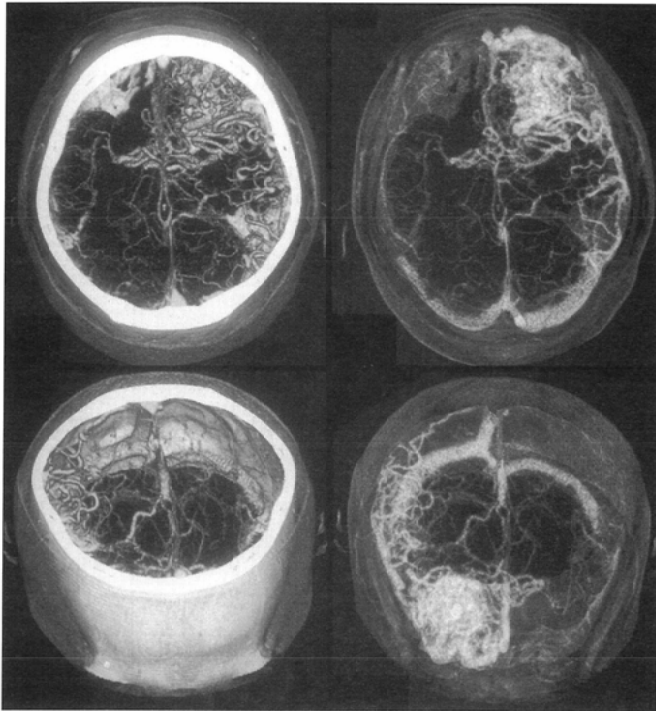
31-year-old male with AVM in right frontal region. 3D-CTA image (A, C) and STV images (B, D) are shown. 3D-CTA images cannot visualize the whole nidus because of blocking by skull bone. STV images clearly depicts the nidus by see throughing residual skeletal structures.
